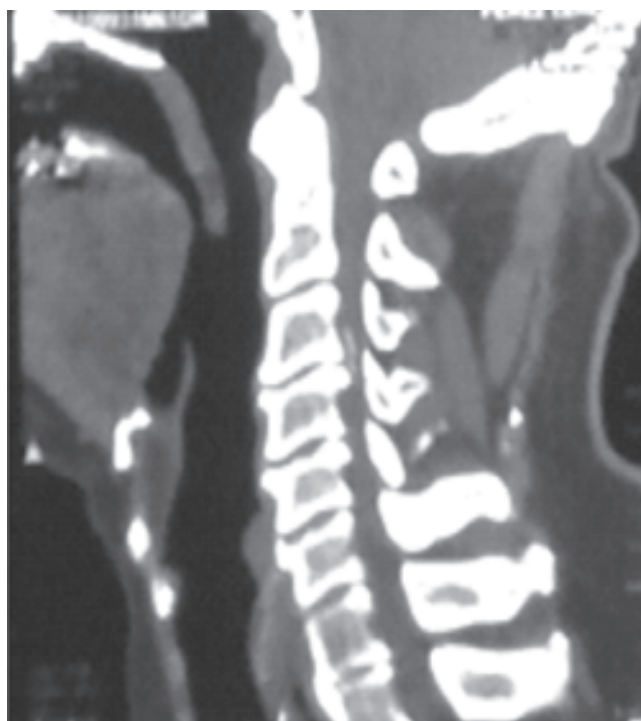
Tomografía de columna cervical, corte sagital, en donde se observa en la ventana ósea lesión hiperdensa en C3-C4 que corresponde a lesión calcificada dentro del canal medular, así como cambios degenerativos por osteofitos en vertebrae subyacentes.
